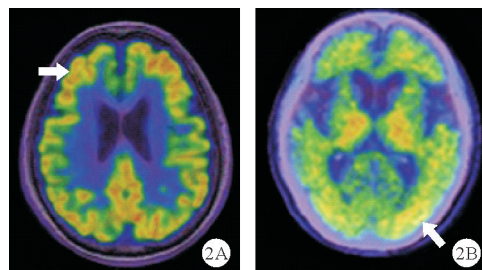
2020年6月11日患者头部PET-MRI检查结果
